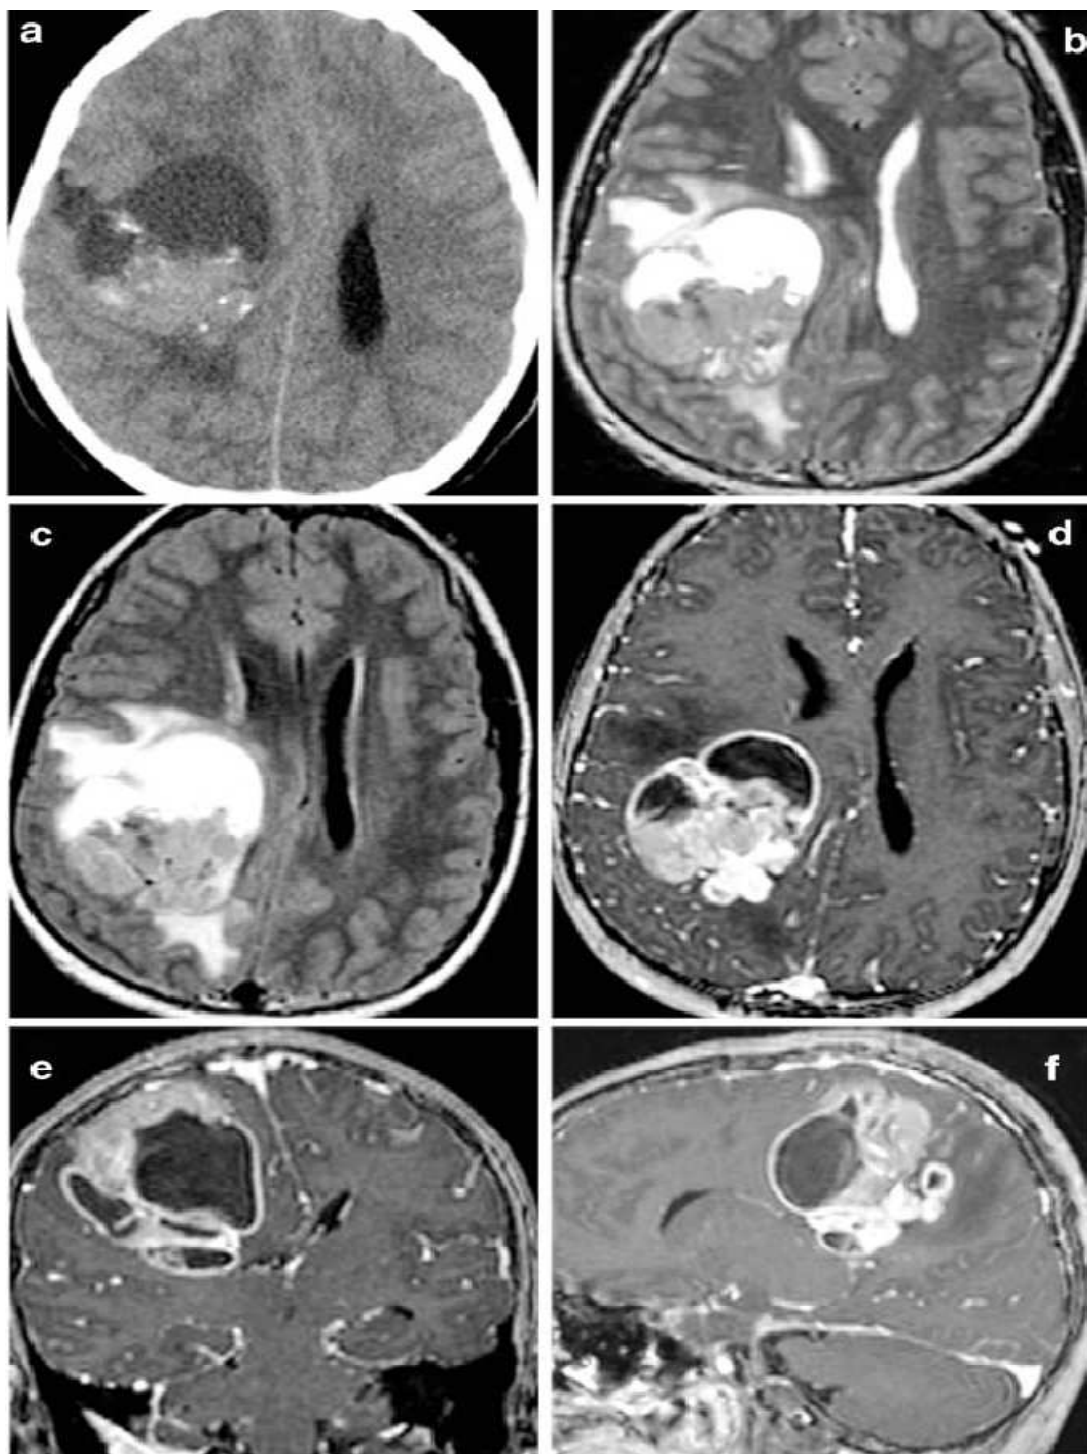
IRM d'un épendymome supratentorial chez une fille de 10ans [33]
